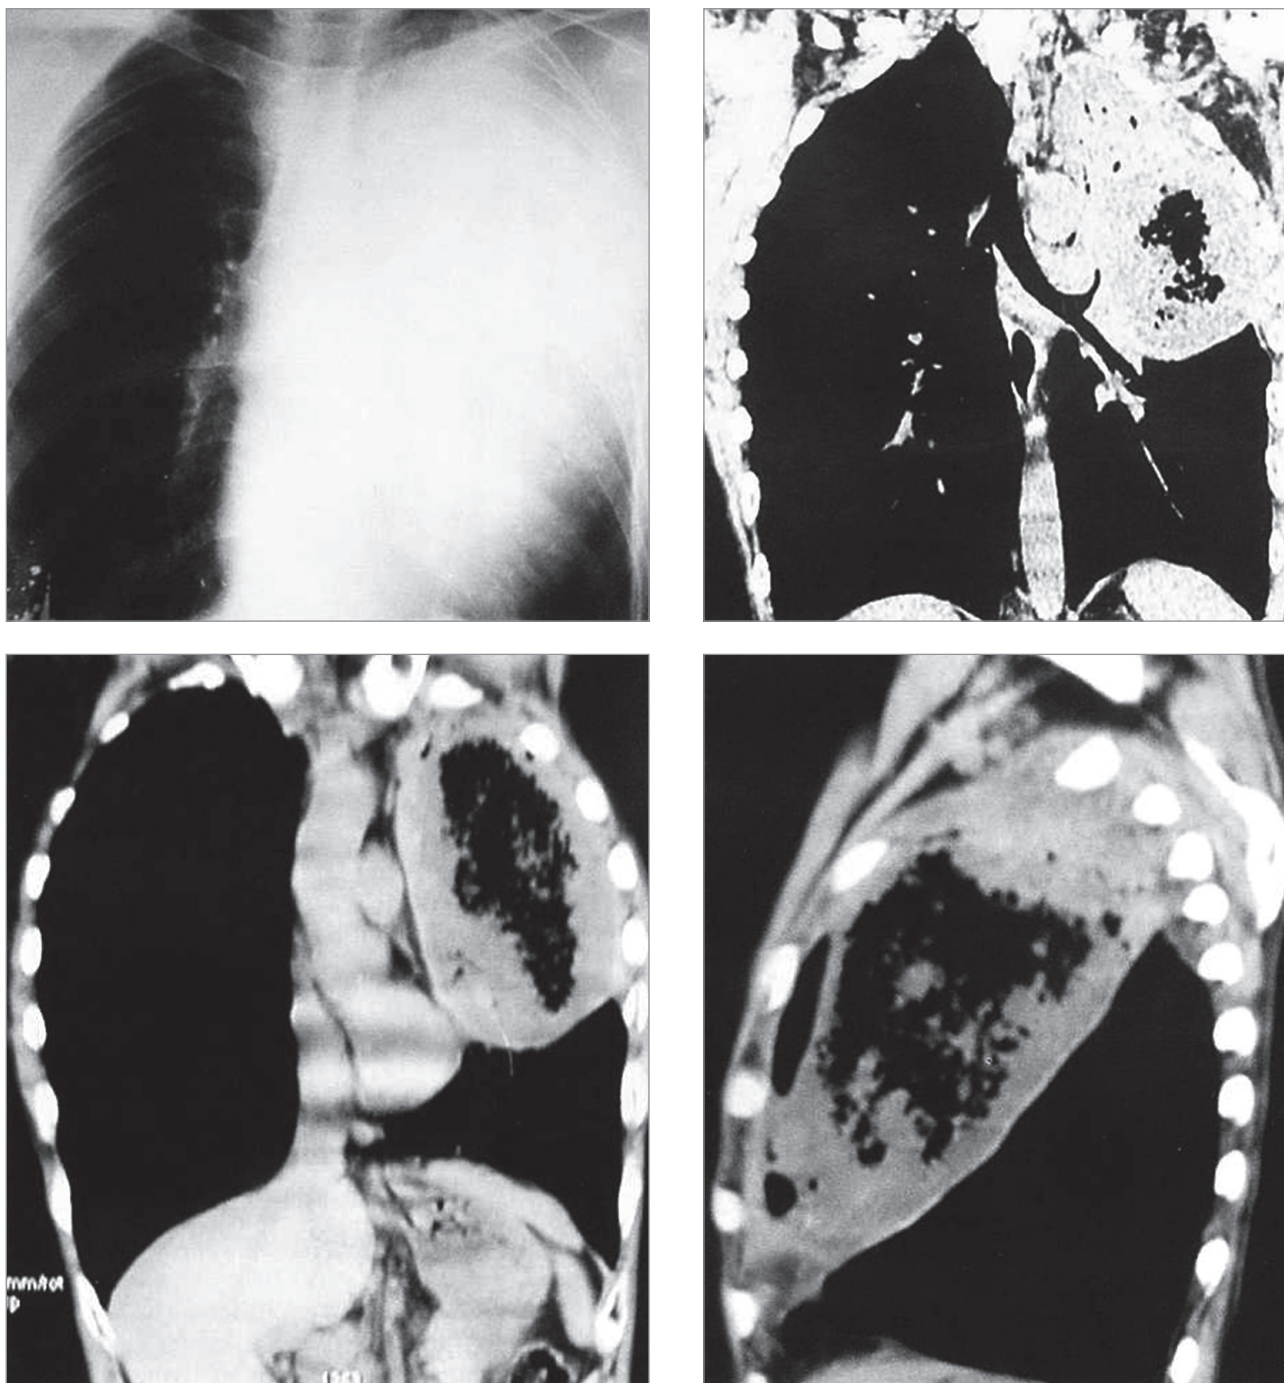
Гангрена верхней доли левого легкого. Рентгенограмма и компьютерная томограмма
